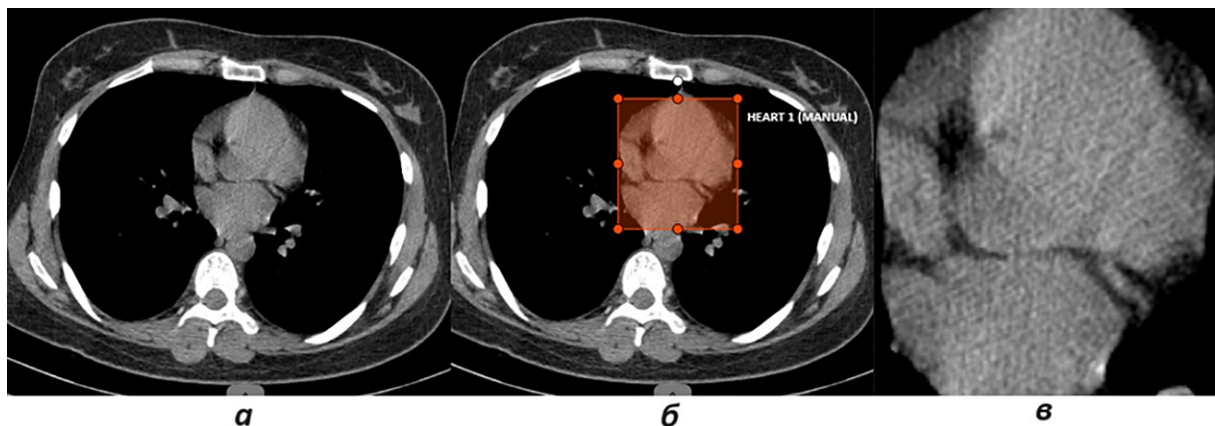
Приклад маркованого КТ зрізу: вхідне зображення (а); зона інтересу прямокутної форми (б); вихідне зображення (в)
